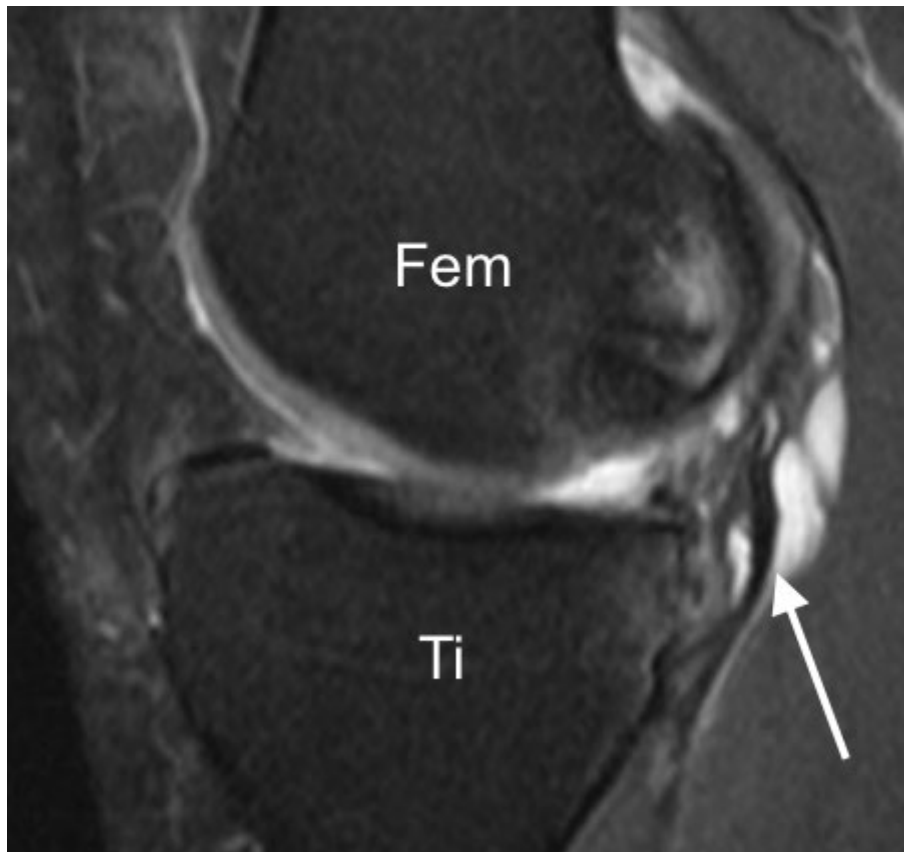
IRM en coupe sagittale et pondération DP Fat-Sat passant par le condyle fémoral médial. L'épanchement intra-articulaire et dans la bourse du tendon distal du muscle semi-membraneux, en hypersignal liquidien, permet de mieux visualiser le bras récurrent (flèche blanche). Fem : Fémur, Ti : Tibia.
